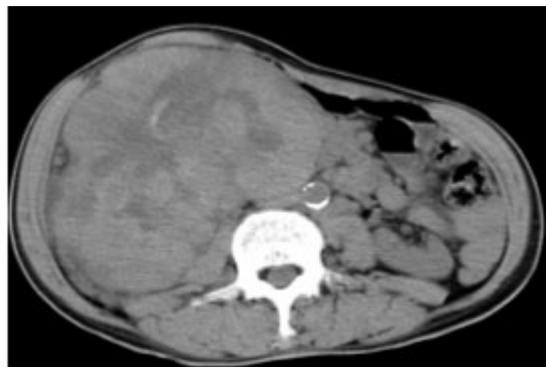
Imágen de la TAC abdominal.
